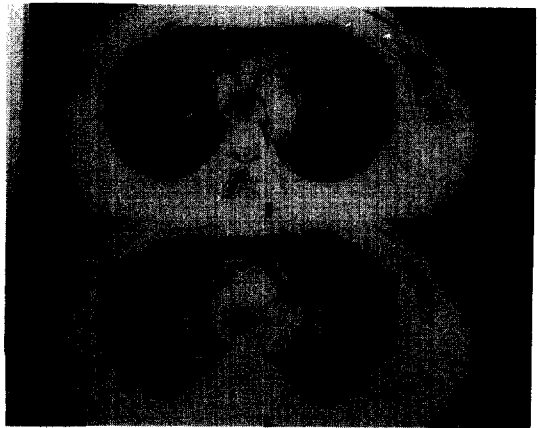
CT scan demonstrates mediastinal emphysema around the trachea(small arrow head), subcutaneous emphysema at the anterior chest wall(large arrow head), and epidural emphysema within the vertebral canal(arrow).
